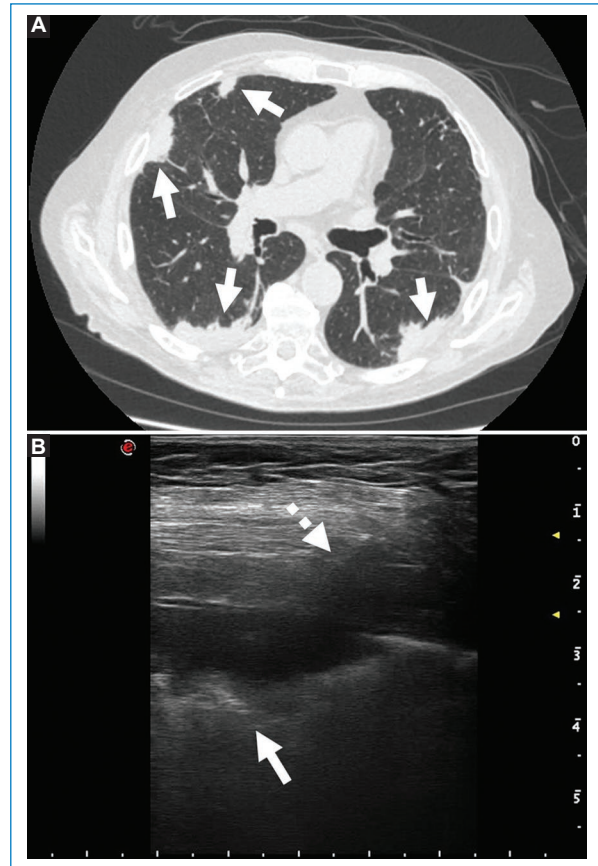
Hombre de 73 años en estudio por síndrome de impregnación. A: TC que muestra consolidaciones parcheadas de contornos irregulares, las cuales toman contacto pleural (flechas). B: biopsia guiada por ecografía de consolidación pulmonar subpleural derecha (flecha) con aguja Franseen 18 G en forma directa (flecha rayada). Diagnóstico final: enfermedad pulmonar por IgG4 con sobreinfección por *Staphylococcus capitis*.
